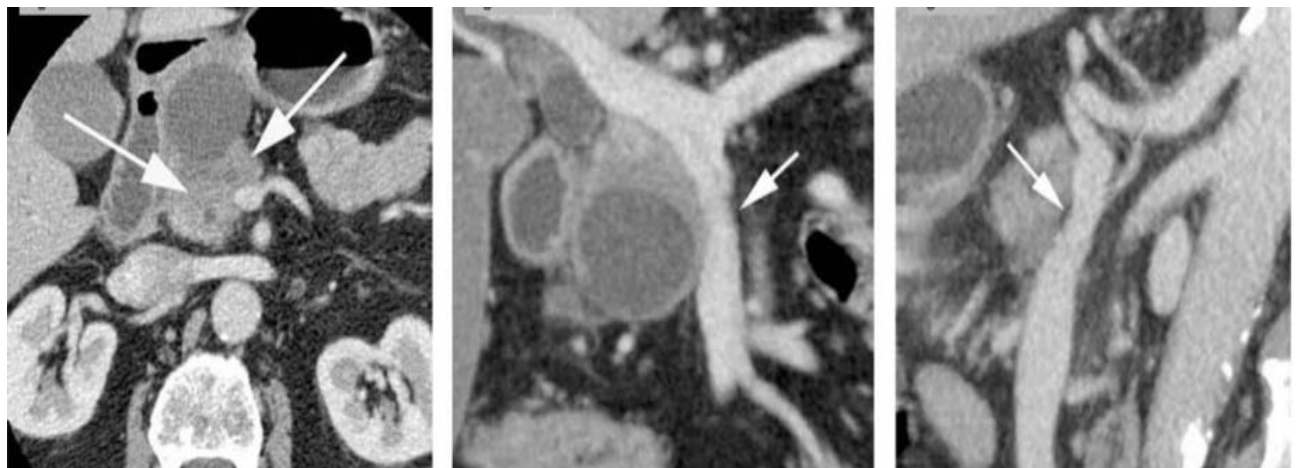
TDM abdominale en coupe axiale, montrant une masse floue hypodense de la tête du pancréas avec pseudo-kyste d'amont. Sur les coupes coronale et sagittale, la sténose localisée de la VMS est mieux visualisée (93).
